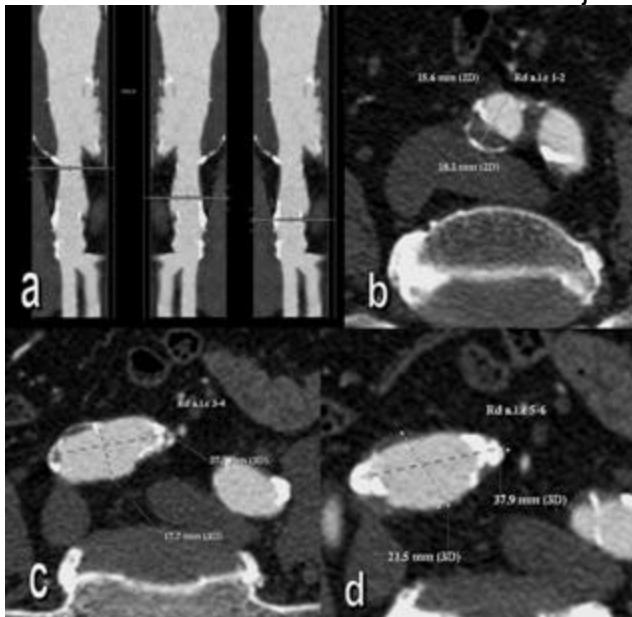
Slika 3.14: Transverzalna MD CT merenja "flow" i "real" dijametara
